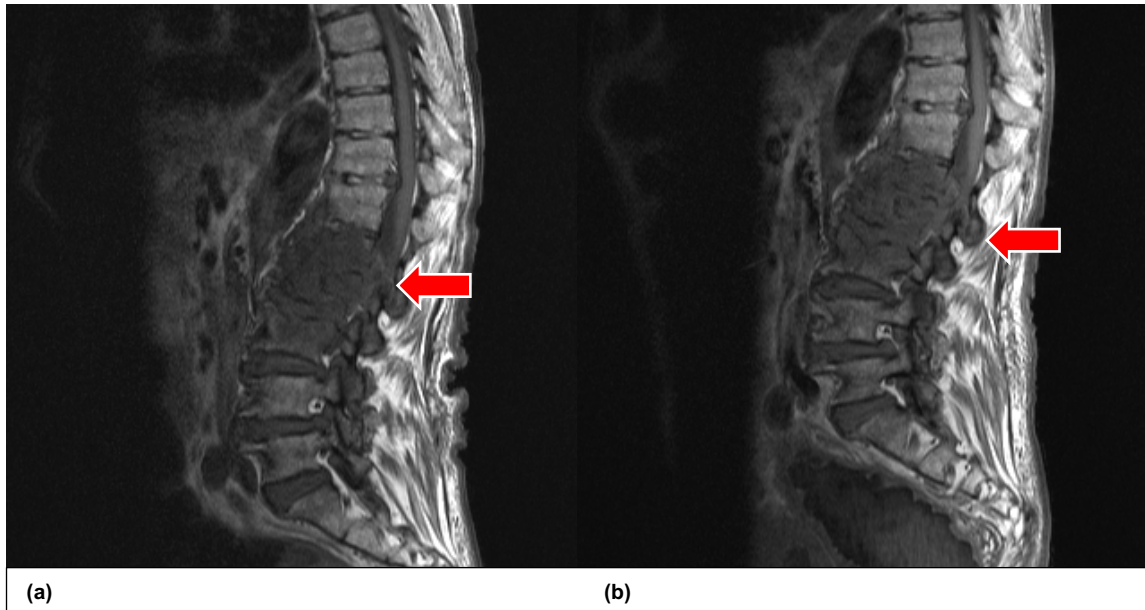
RM Lombossagrada. (a)- Abril 2022;(b) Maio 2022, um mês após terapêutica dirigida
